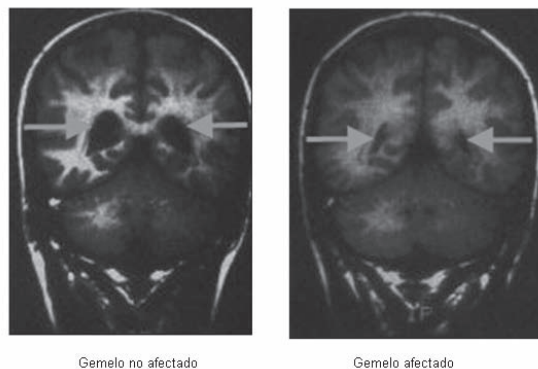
En la figura podemos observar la imagen obtenida mediante resonancia magnética de dos gemelos idénticos. El gemelo de la izquierda está afectado de esquizofrenia, mientras que el gemelo de la derecha no presenta la enfermedad. En la imagen se puede observar que el gemelo afectado presenta una clara dilatación de los ventrículos laterales.
